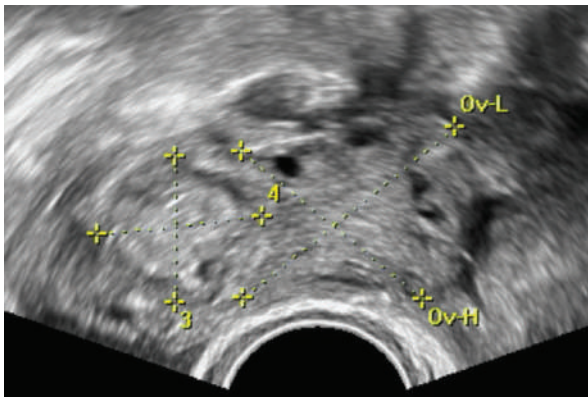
Échographie 2D par voie vaginale. Visualisation d'un ovaire avec présence d'une zone hétérogène intra-ovarienne évocatrice de GEU ovarienne.
